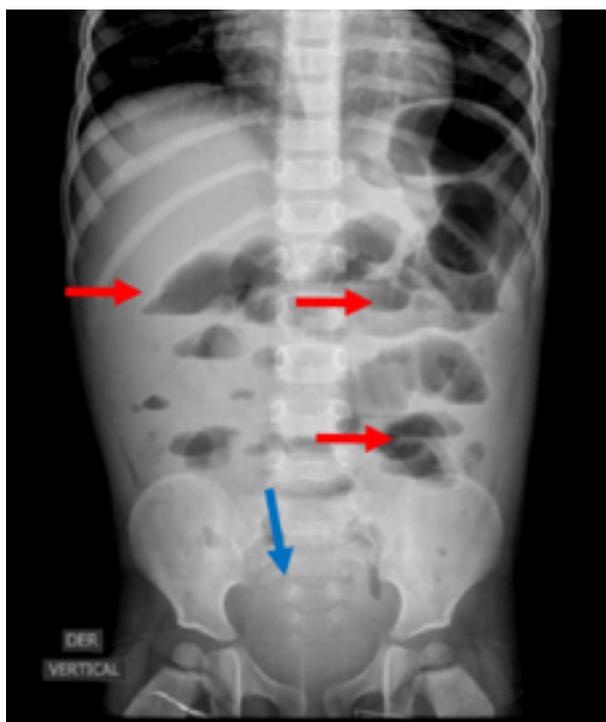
Radiografía de abdomen simple; pueden verse los múltiples niveles hidroaéreos (flechas rojas) y la ausencia de gas distal (flecha azul).
